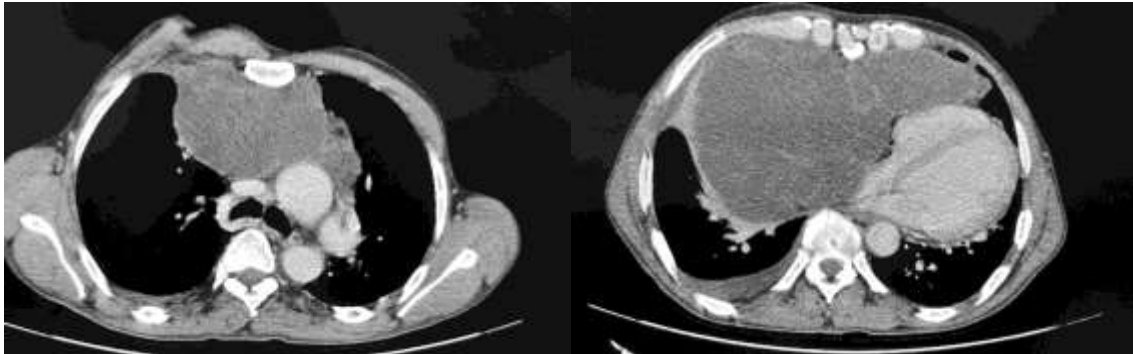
TDM thoracique après quatre cures d'ifosfamide, montrant la persistance de la volumineuse masse thoracique.
